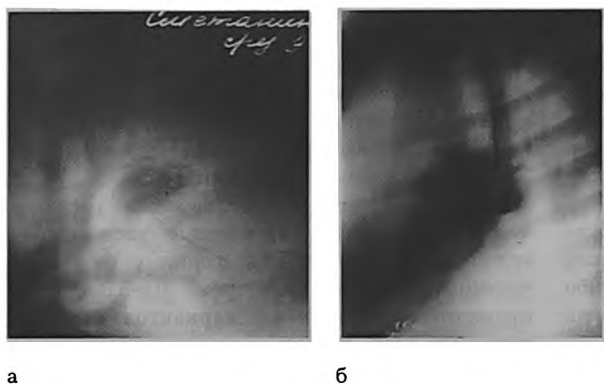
Рентгенологическая характеристика бронхиолоальвеолярного рака (рентгенограммы из архива Г.И. Мазура).
